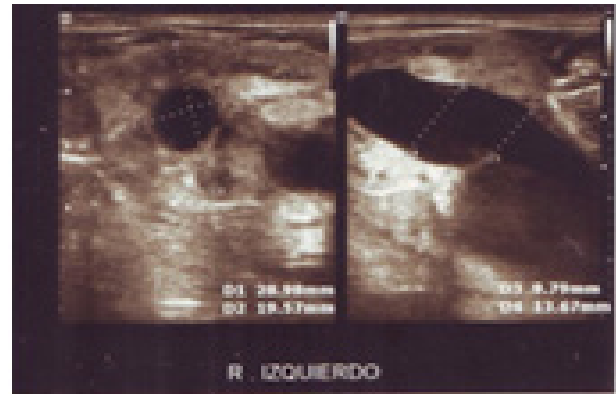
Ecografía renal, muestra marcada dilatación pielocalicial y el riñón toma forma de C.
